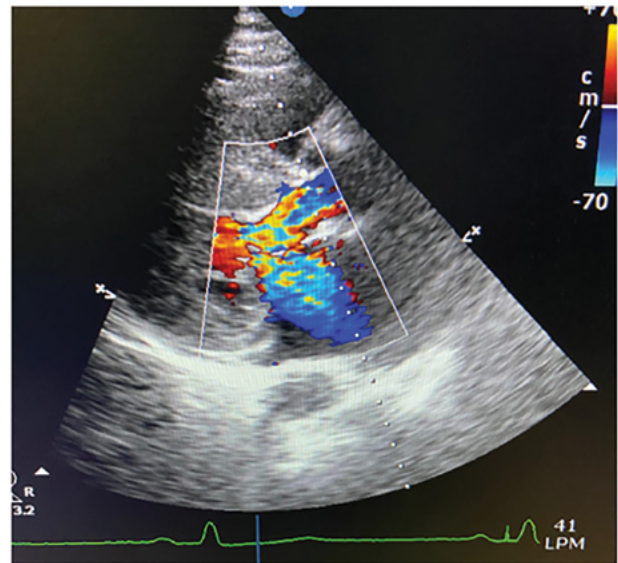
Doppler color eje largo paraesternal: Signo en V, flujo turbulento TSVI y flujo insuficiencia mitral.
